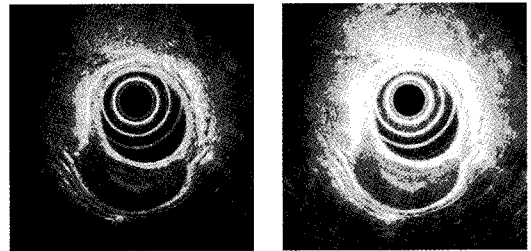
그림 3은 초음파 영역 영상에서 물의 영역을 추출하는 과정이다. 추출된 물의 영역의 명암도 평균값과 초음파 영역의 명암도 평균값을 비교하여 표준화 한다. 표준화 된 영상은 그림 4와 같으며, 이와 같은 방법으로 모든 초음파 영역을 표준화한다.
